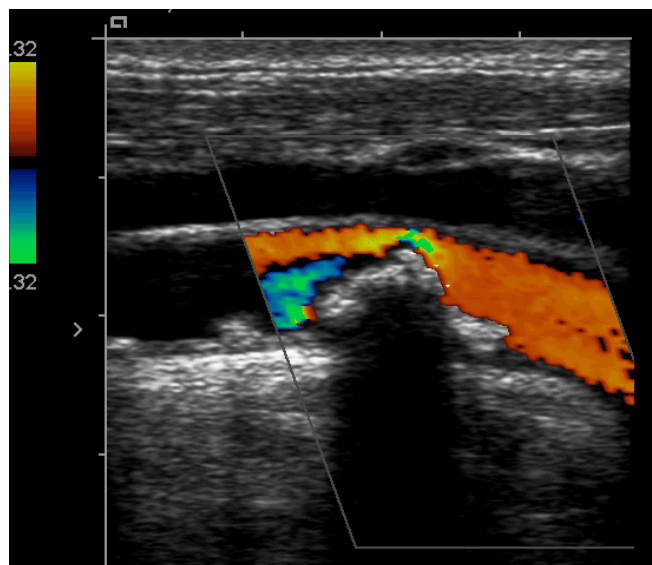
Imagem de Eco-Doppler cervical ao nível da artéria carótida comum, demonstrando a presença de placa ateromatosa calcificada
